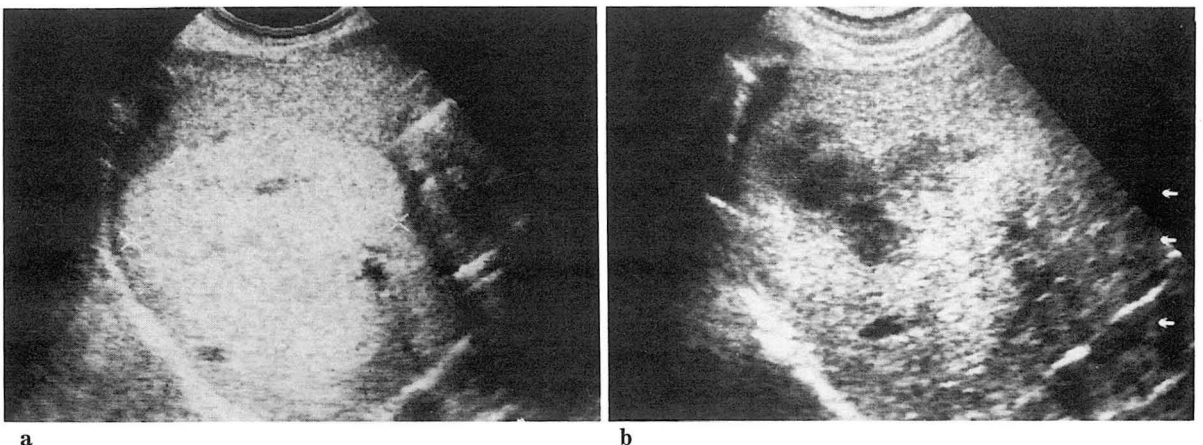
a. Sonography shows 5x4cm sized hyperechoic mass with some small hypoechoic spots in the right lobe of liver.
